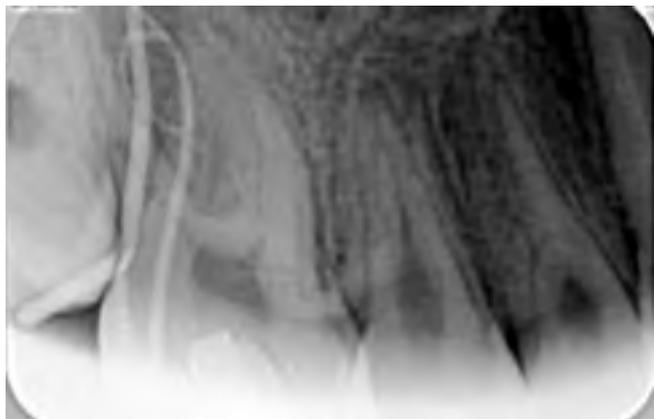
Внутриротовая рентгенограмма 1.6 зуба с гуттаперчевыми штифтами (трейсинг)
